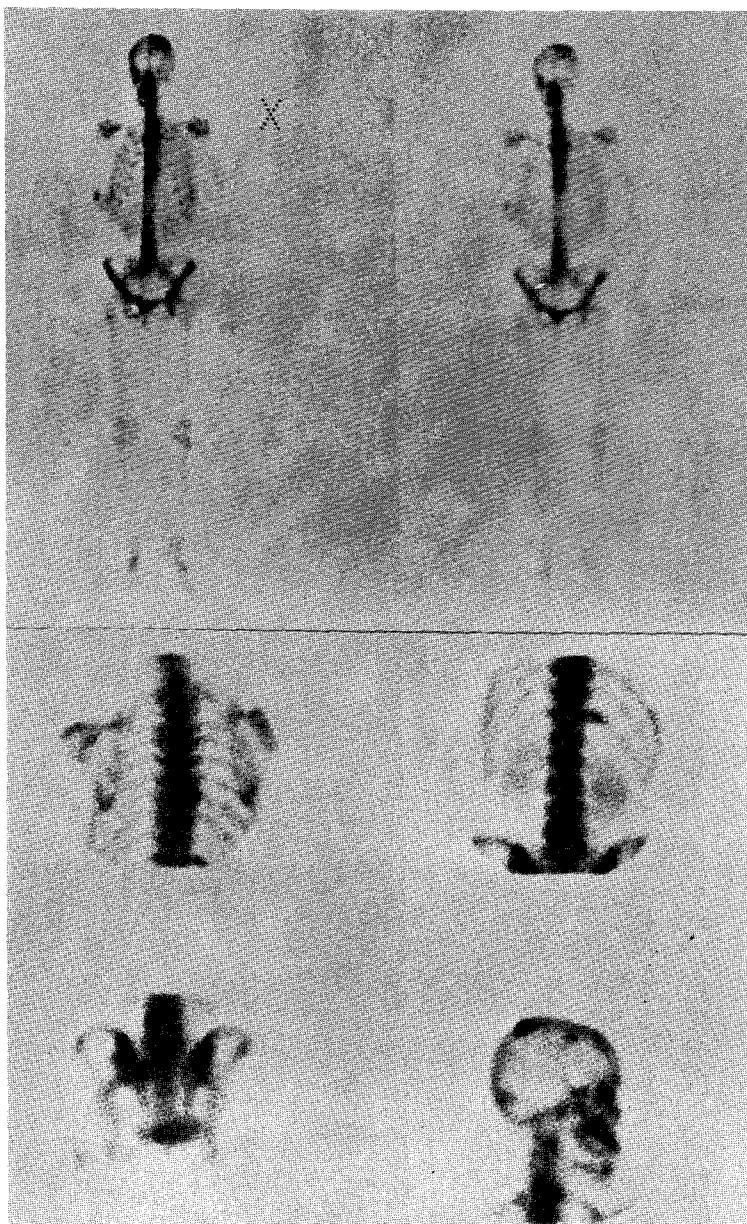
Bone scan interpreted as positive. It means bone scan with multiple hot area which highly suggests bone metastasis or with one (or two) hot area due to metastatic lesion confirmed by roentgenogram.
